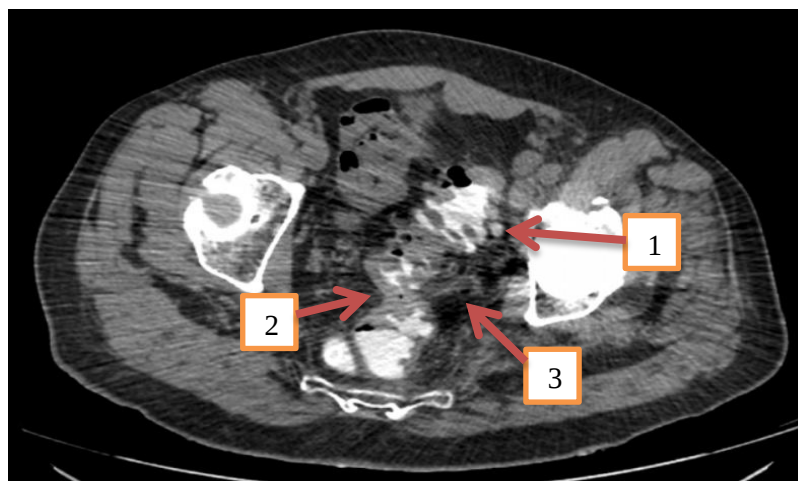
Пациент И., 51 год. КТ-колонография, аксиальное изображение сигмовидной кишки над уровнем входа в малый таз. Дивертикулы сигмовидной кишки – стрелка 1, утолщенная стенка сигмовидной кишки – стрелка 2, наличие параколического инфильтрата – стрелка 3.
